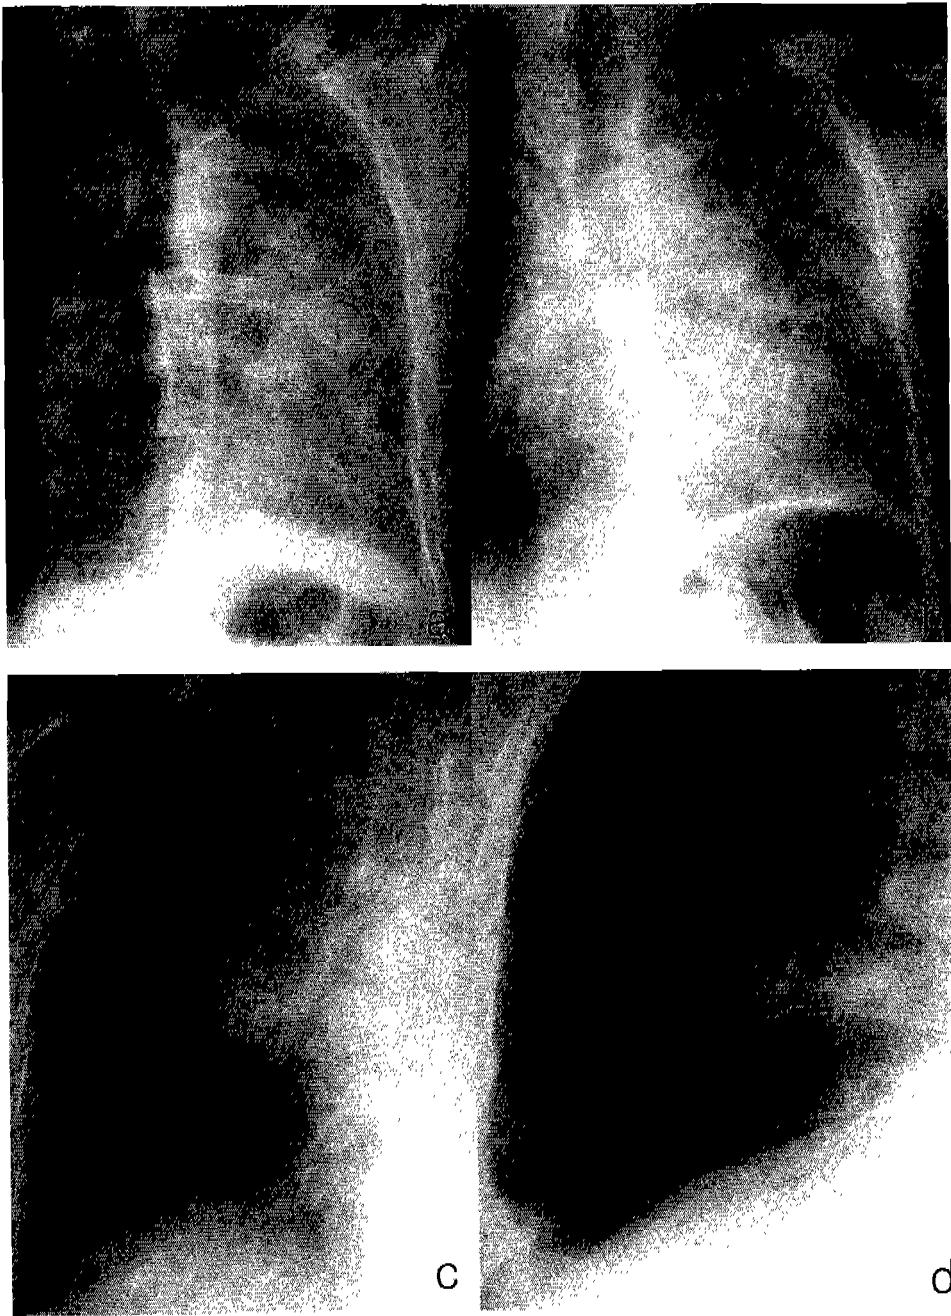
Four types of radiation pneumonitis on simple chest radiograph.
